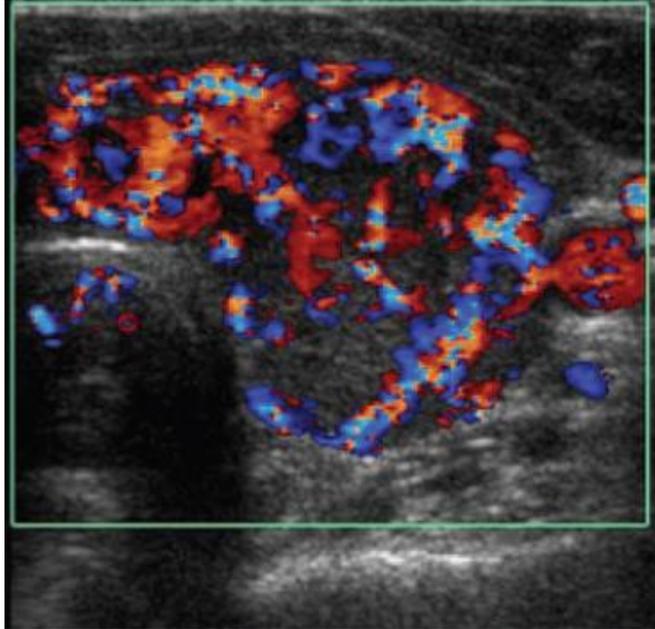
Carcinoma papilar de tiroides. El ultrasonido Doppler color muestra incremento difuso de la vascularidad en un nódulo tiroideo
